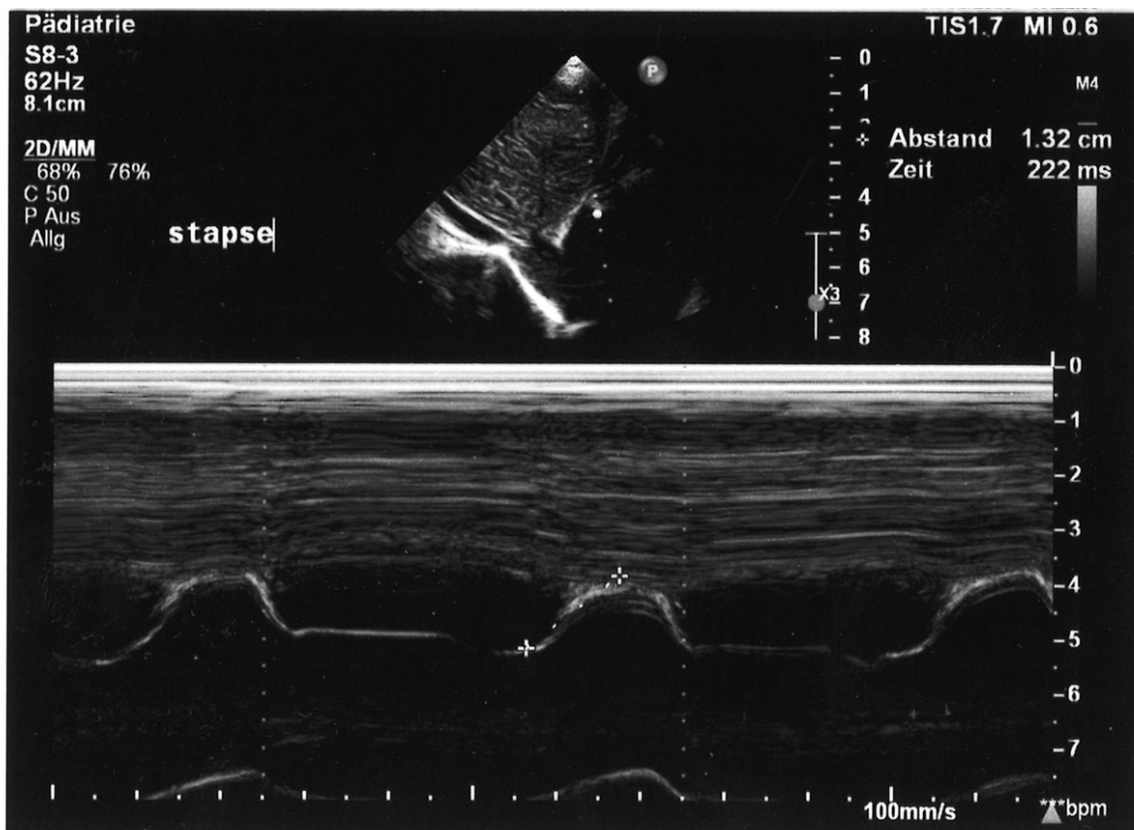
Echokardiografische Darstellung der S-TAPSE unter Verwendung des M-Modus im subxiphoidalen Schnitt. Die S-TAPSE beträgt dabei 1,32cm. (Bild zur Verfügung gestellt von Prof. Köstenberger)
